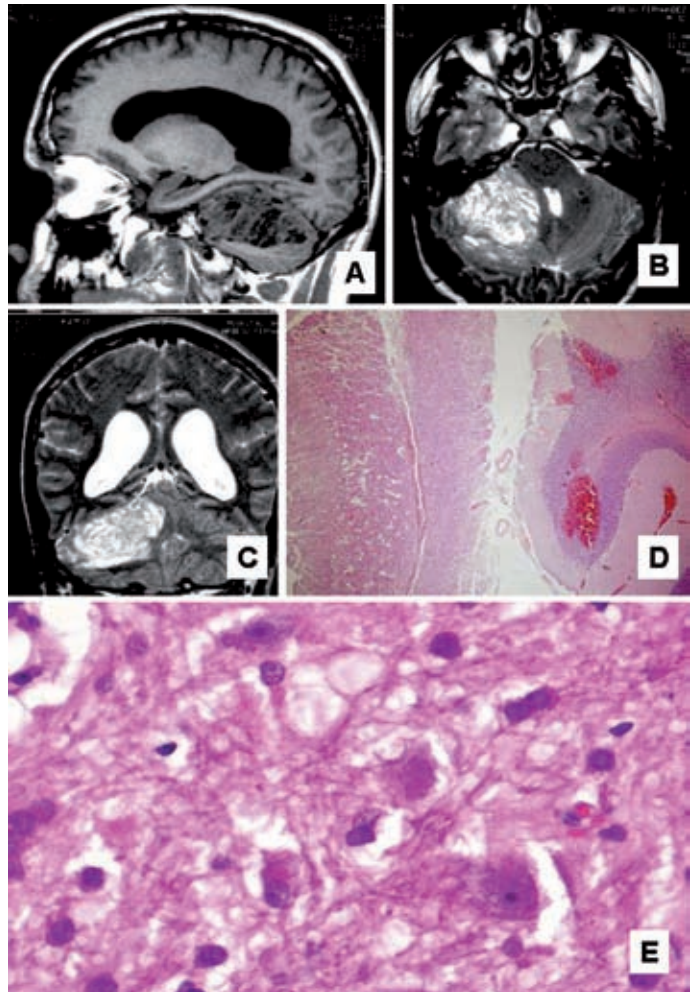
A: corte sagital de RM potenciado en T1: se observa tumoración intraaxial hemisférica cerebelosa derecha de señal heterogénea y con moderado efecto de masa. B: corte axial de RM potenciado en T2 que muestra afectación cerebelosa cortical e imágenes serpinginosas en su interior en relación con patrón atigrado típico. C: corte coronal de RM potenciado en T2 del mismo caso. D: corte histológico panorámico de hematoxilina-eosina. A la izquierda folia cerebelosa normal y a la derecha folias cerebelosas engrosadas. E: con mayor aumento, la capa granular interna se encuentra rellena de células ganglionares de distintos tamaños.
